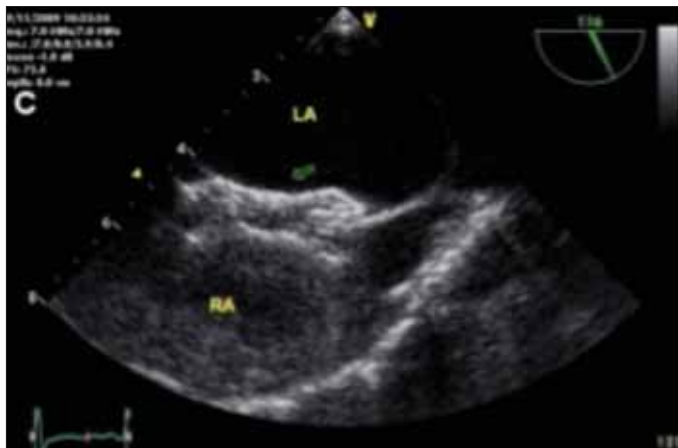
Transesophageal echocardiographic image showing implanted closure device (arrow)
